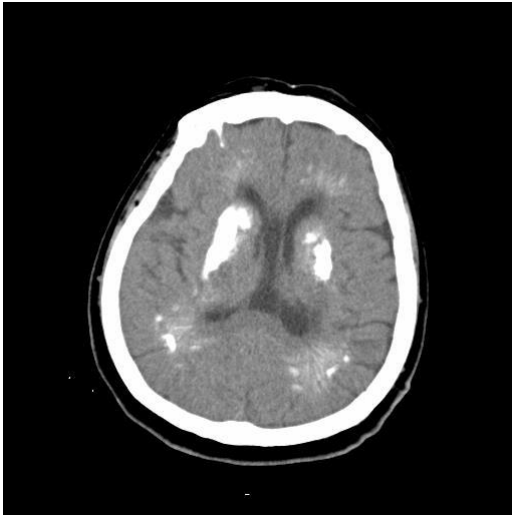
Beyin BT'de bilateral bazal ganglionlarda, subkortikal beyaz cevherde ve bilateral serebellar hemisferde yaygın kalsifikasyonlar
